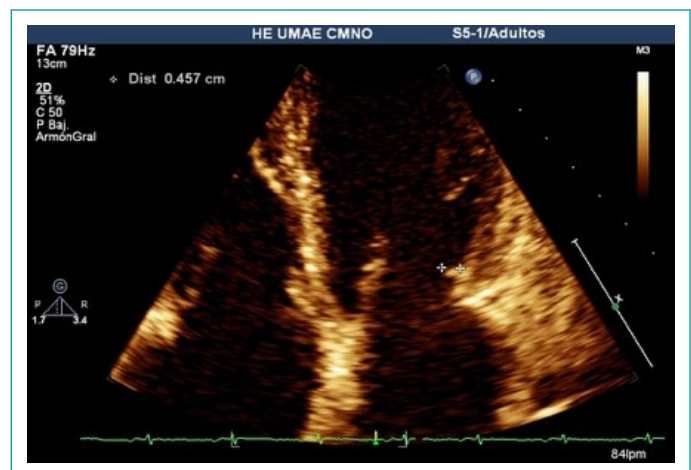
Delaminación de la valva posterior, en vista apical 4 cámaras.
